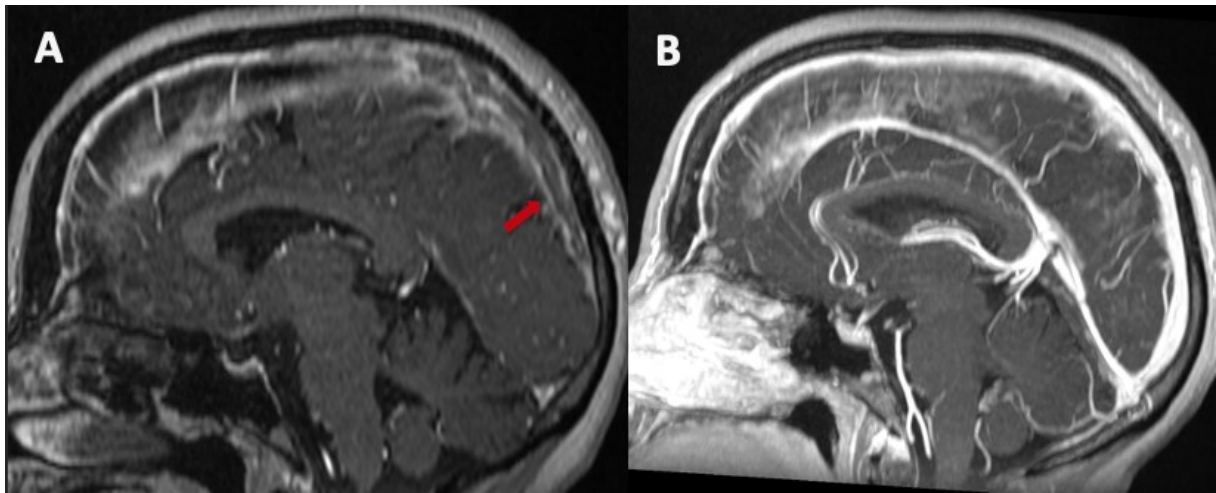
Angio-IRM veineuse d'une patiente admise pour Thrombose du SSS (A) avec reperméabilisation complète à l'imagerie de contrôle (B) après un traitement de 06 mois par Rivaroxaban.
